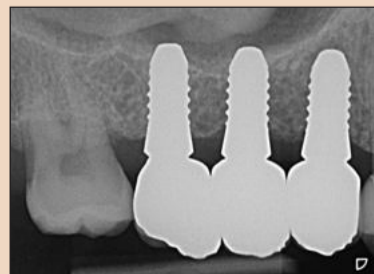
Контрольная рентгенограмма, сделанная после установки коронок. Обратите внимание на заживление костного дефекта в области зуба 18.
